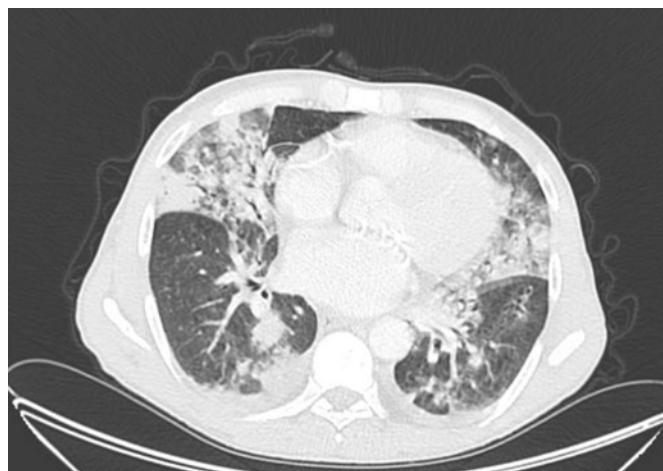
Tomografia computadorizada (corte axial) com áreas de consolidação alveolar com broncograma aéreo, sugestivas de infeção, e discreto derrame pleural bilateral
